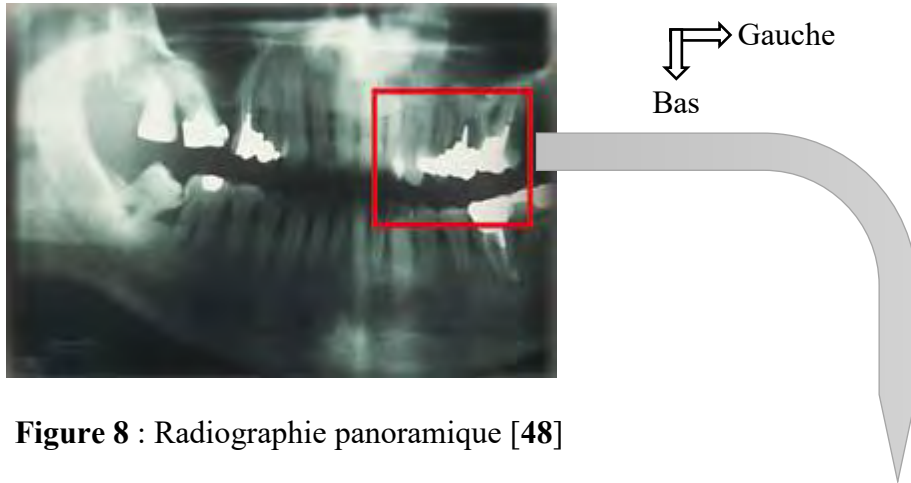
Radiographie panoramique [48]
